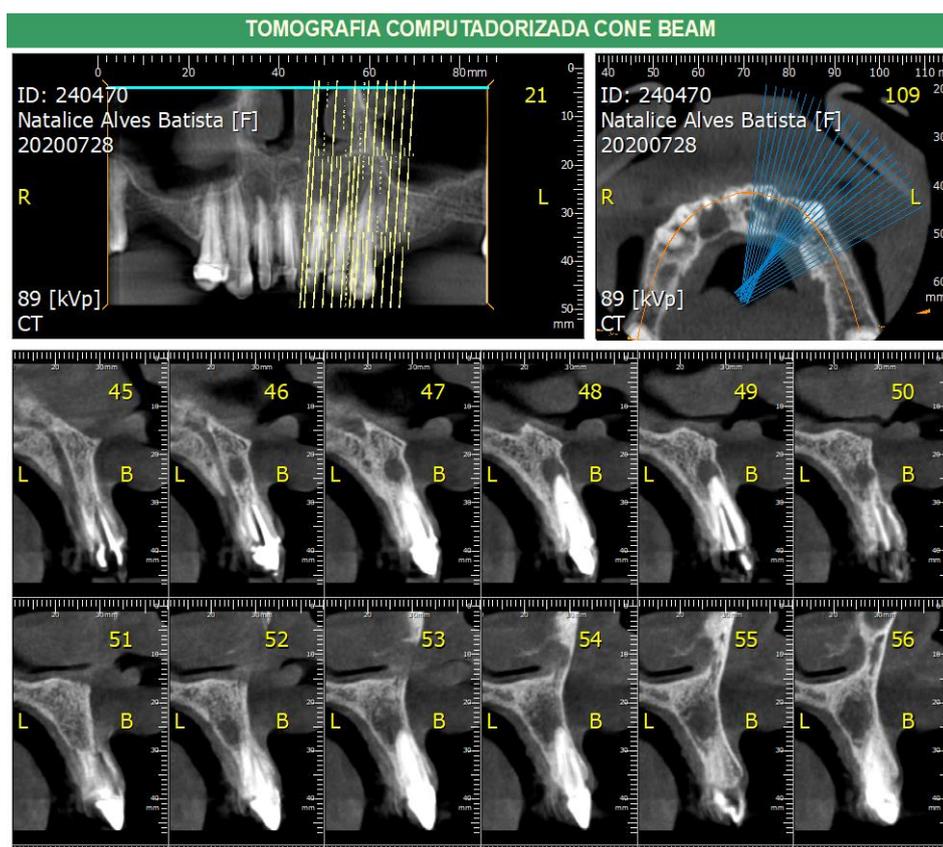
Tomografia Inicial das Unidades 21 e 22
